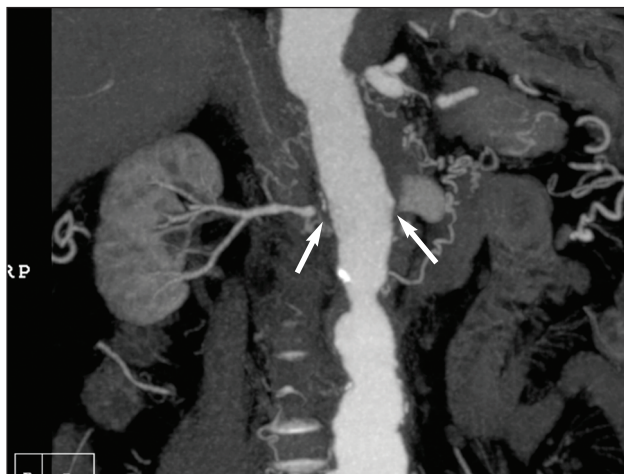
Imagem de CT do envolvimento de aorta toracoabdominal e de artérias renais em paciente com arterite de Takayasu (setas).
